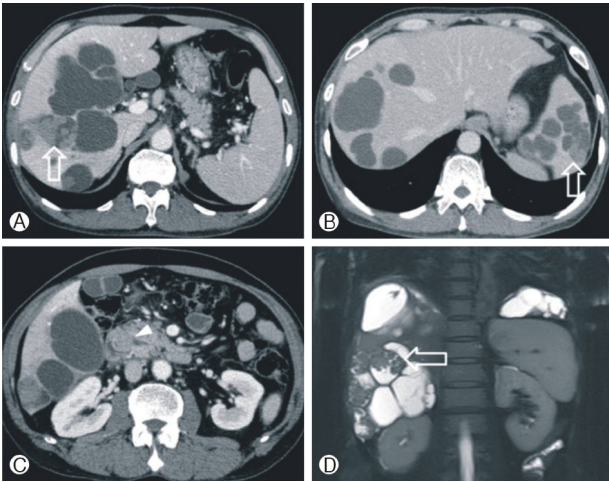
Abdominal computed tomography (CT) and liver magnetic resolution image (MRI) findings of biliary papillomatosis in liver. Abdominal CT shows multiple cystic lesions with solid enhancing portions (arrow) in liver and solid enhancing lesion (arrowhead) noted in periampullary portion (A-C). T2-weighted MR image shows multiple cystic lesions with papillary solid components (arrow) (D).
